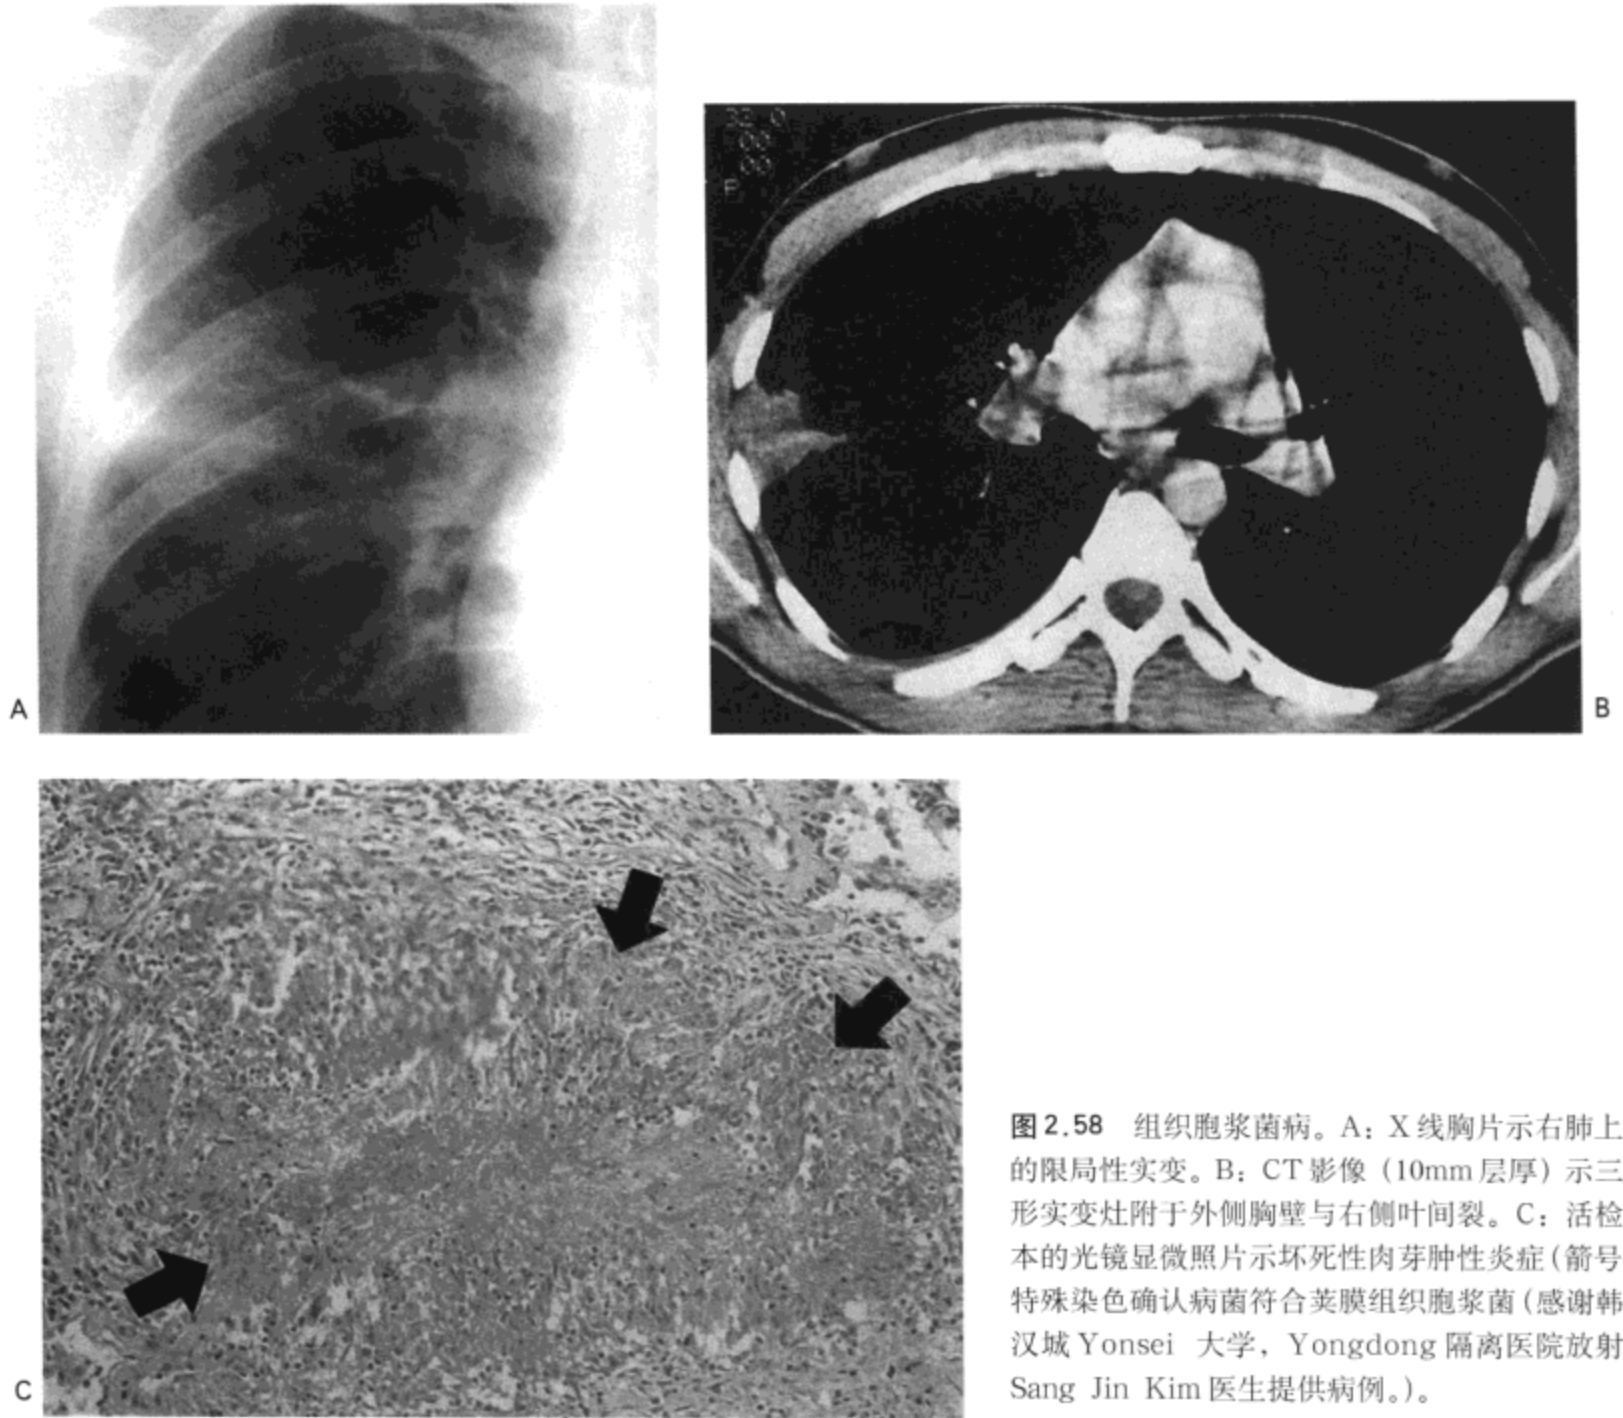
组织胞浆菌病。A: X 线胸片示右肺上叶的局限性实变。B: CT 影像 (10mm 层厚) 示三角形实变灶附于外侧胸壁与右侧叶间裂。C: 活检标本的光镜显微照片示坏死性肉芽肿性炎症 (箭号); 特殊染色确认病菌符合荚膜组织胞浆菌 (感谢韩国汉城 Yonsei 大学, Yongdong 隔离医院放射科 Sang Jin Kim 医生提供病例。)
